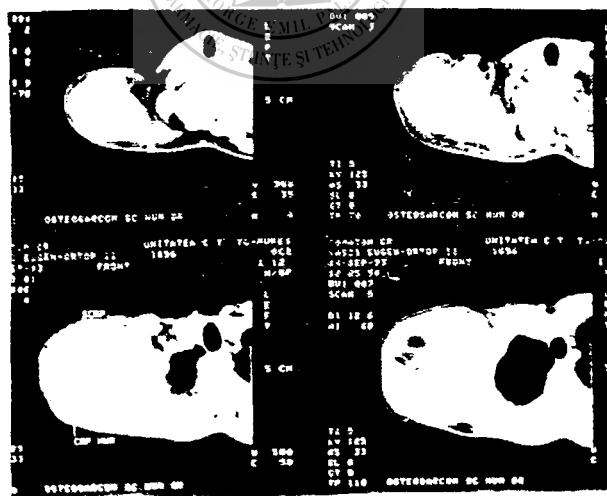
Tomografie computerizată (același caz)
